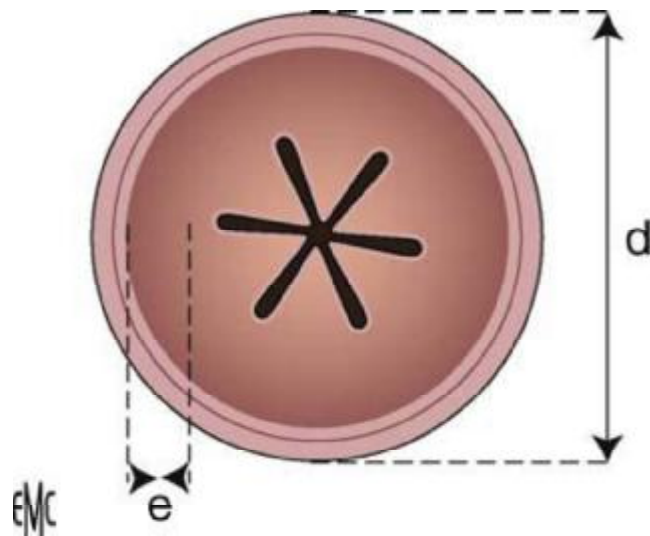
Échographie : technique. La coupe transversale permet de mesurer le diamètre (d) de l'olive et l'épaisseur (e) de la musculature. [1]
